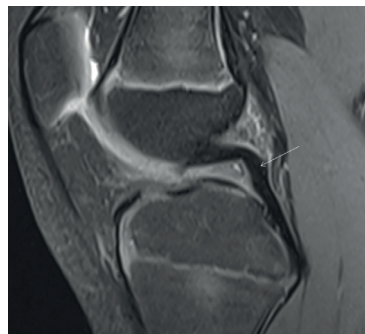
Vue sagittale d'un examen IRM en séquence en densité de protons avec suppression du signal de la graisse du genou d'un enfant de onze ans illustrant la morphologie du LCA (flèche oblique)
